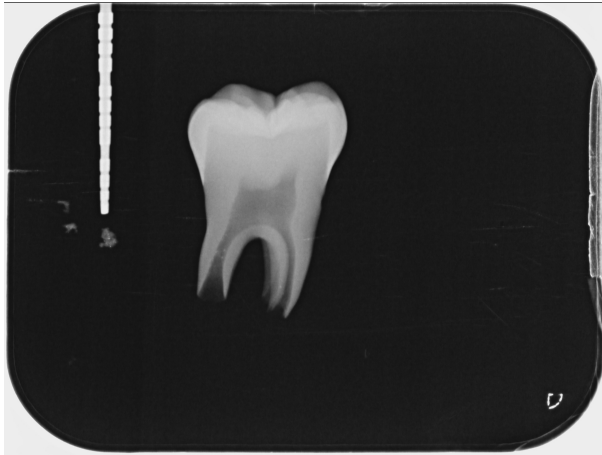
Repräsentative Röntgenaufnahme vor Präparation.
